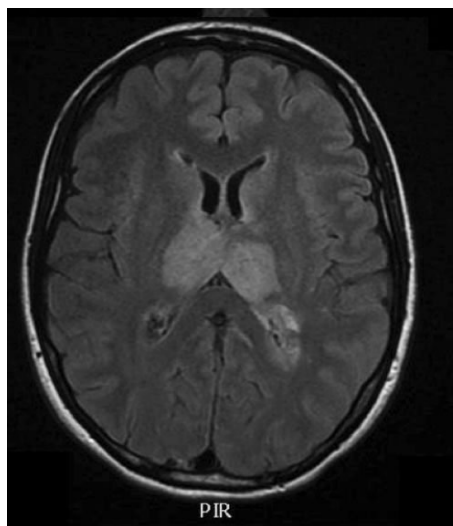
Secuencia axial FLAIR de RM, que muestra lesión en ambos tálamos por cuadro de trombosis venosa cerebral.
